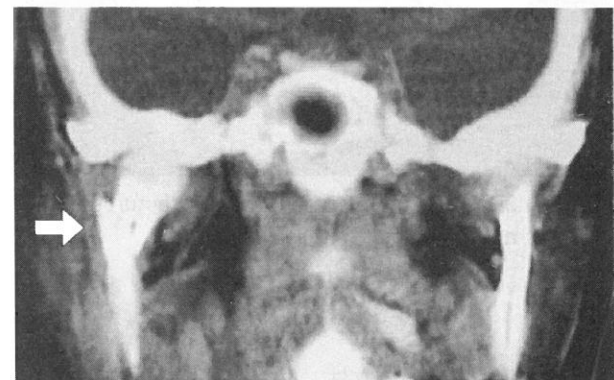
CT MPR image of case 2. Right mandibular cervical fracture (allow) was seen.
